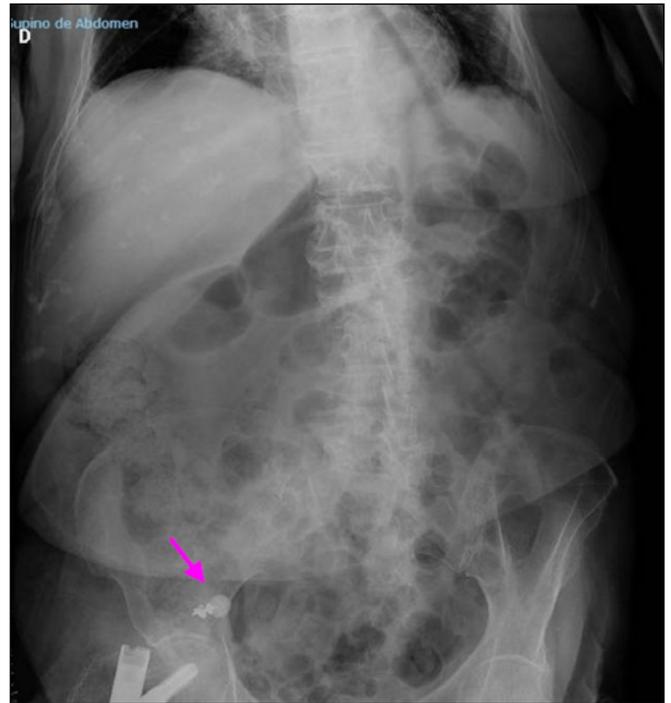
Radiografía abdominal en supino, que evidencia un cuerpo metálico radiopaco localizado en la fosa iliaca derecha (flecha).
